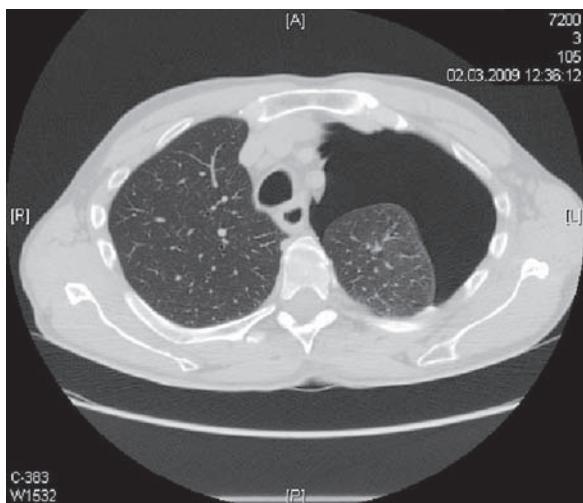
Рентгеновская компьютерная томография грудной клетки пациента М. с повреждением средней трети грудного отдела пищевода. Пневмоторакс слева с коллаборированием лёгкого
